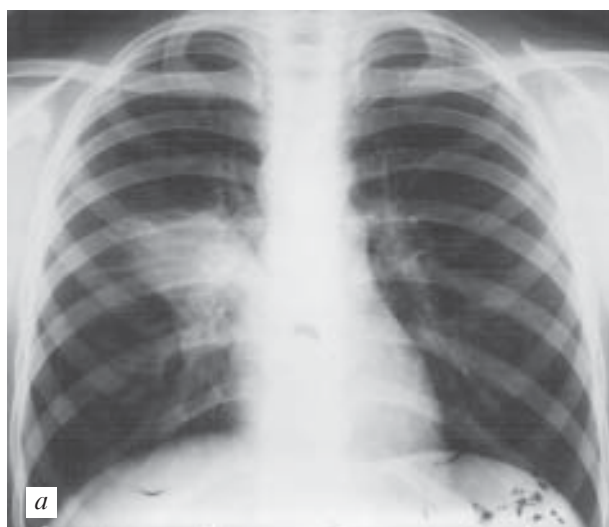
Рентгенографія (а) та комп'ютерна томографія (б) правобічної внутрішньочасткової секвестрації легені
